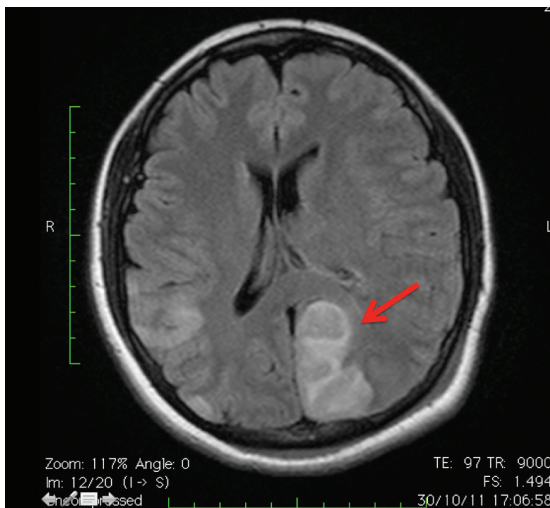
Ressonância Nuclear Magnética (RNM).
